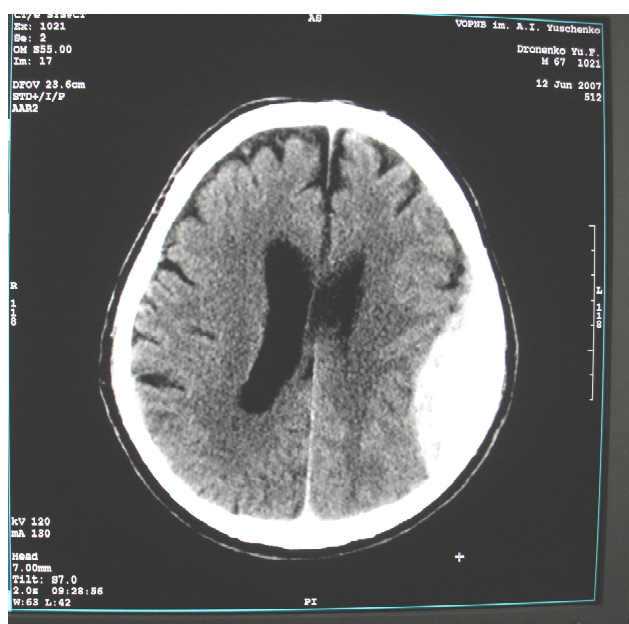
Приклад СКТ динаміки до оперативного втручання з приводу ЕК.
